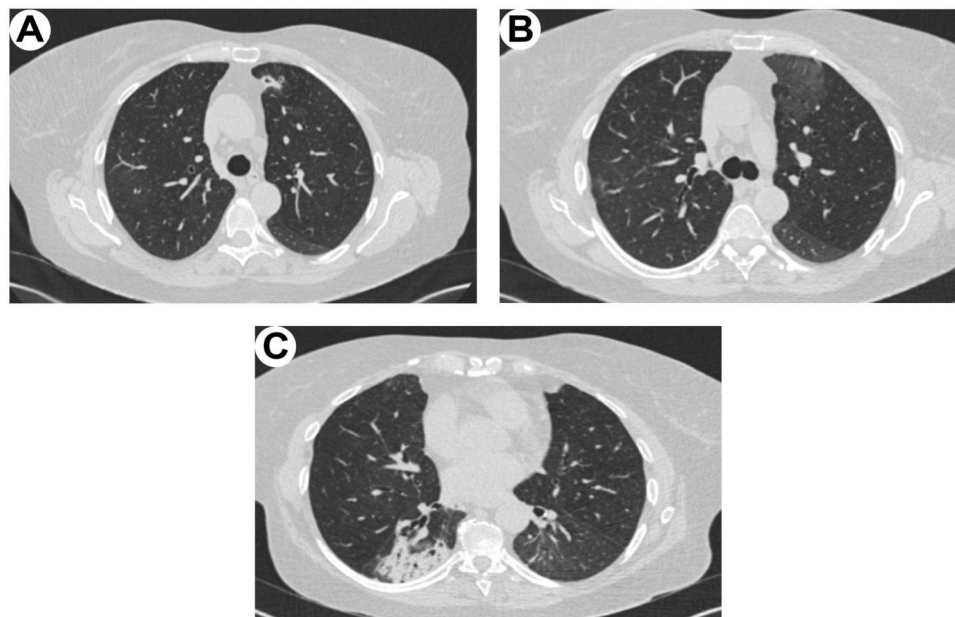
Tomografía Computarizada (TC) de tórax, plano transversal. A) Se aprecia la existencia de un infiltrado cavitado en lóbulo superior izquierdo, B) un patrón de vidrio deslustrado bilateral y C) la existencia de un infiltrado en el lóbulo inferior derecho.
